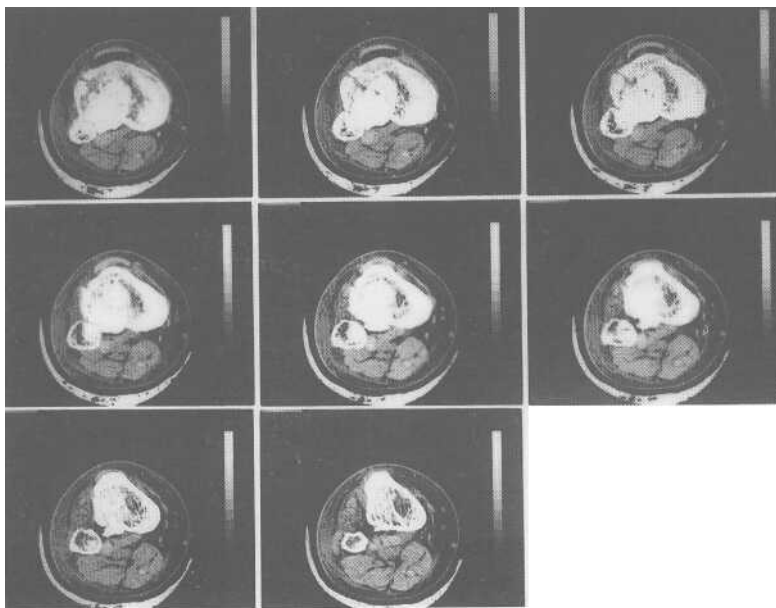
Stesso caso di Figura 7, immagine TAC.
